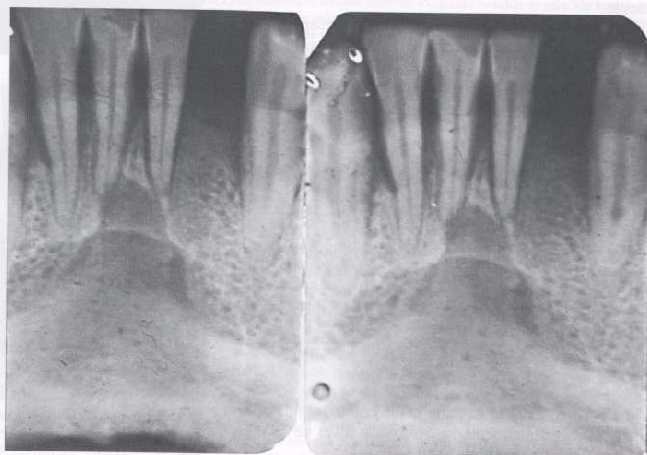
Quiste óseo solitario. Radiografía periapical con área radiolúcida unilocular. Antecedente de traumatismo en el mentón 5 años antes del estudio radiográfico.
